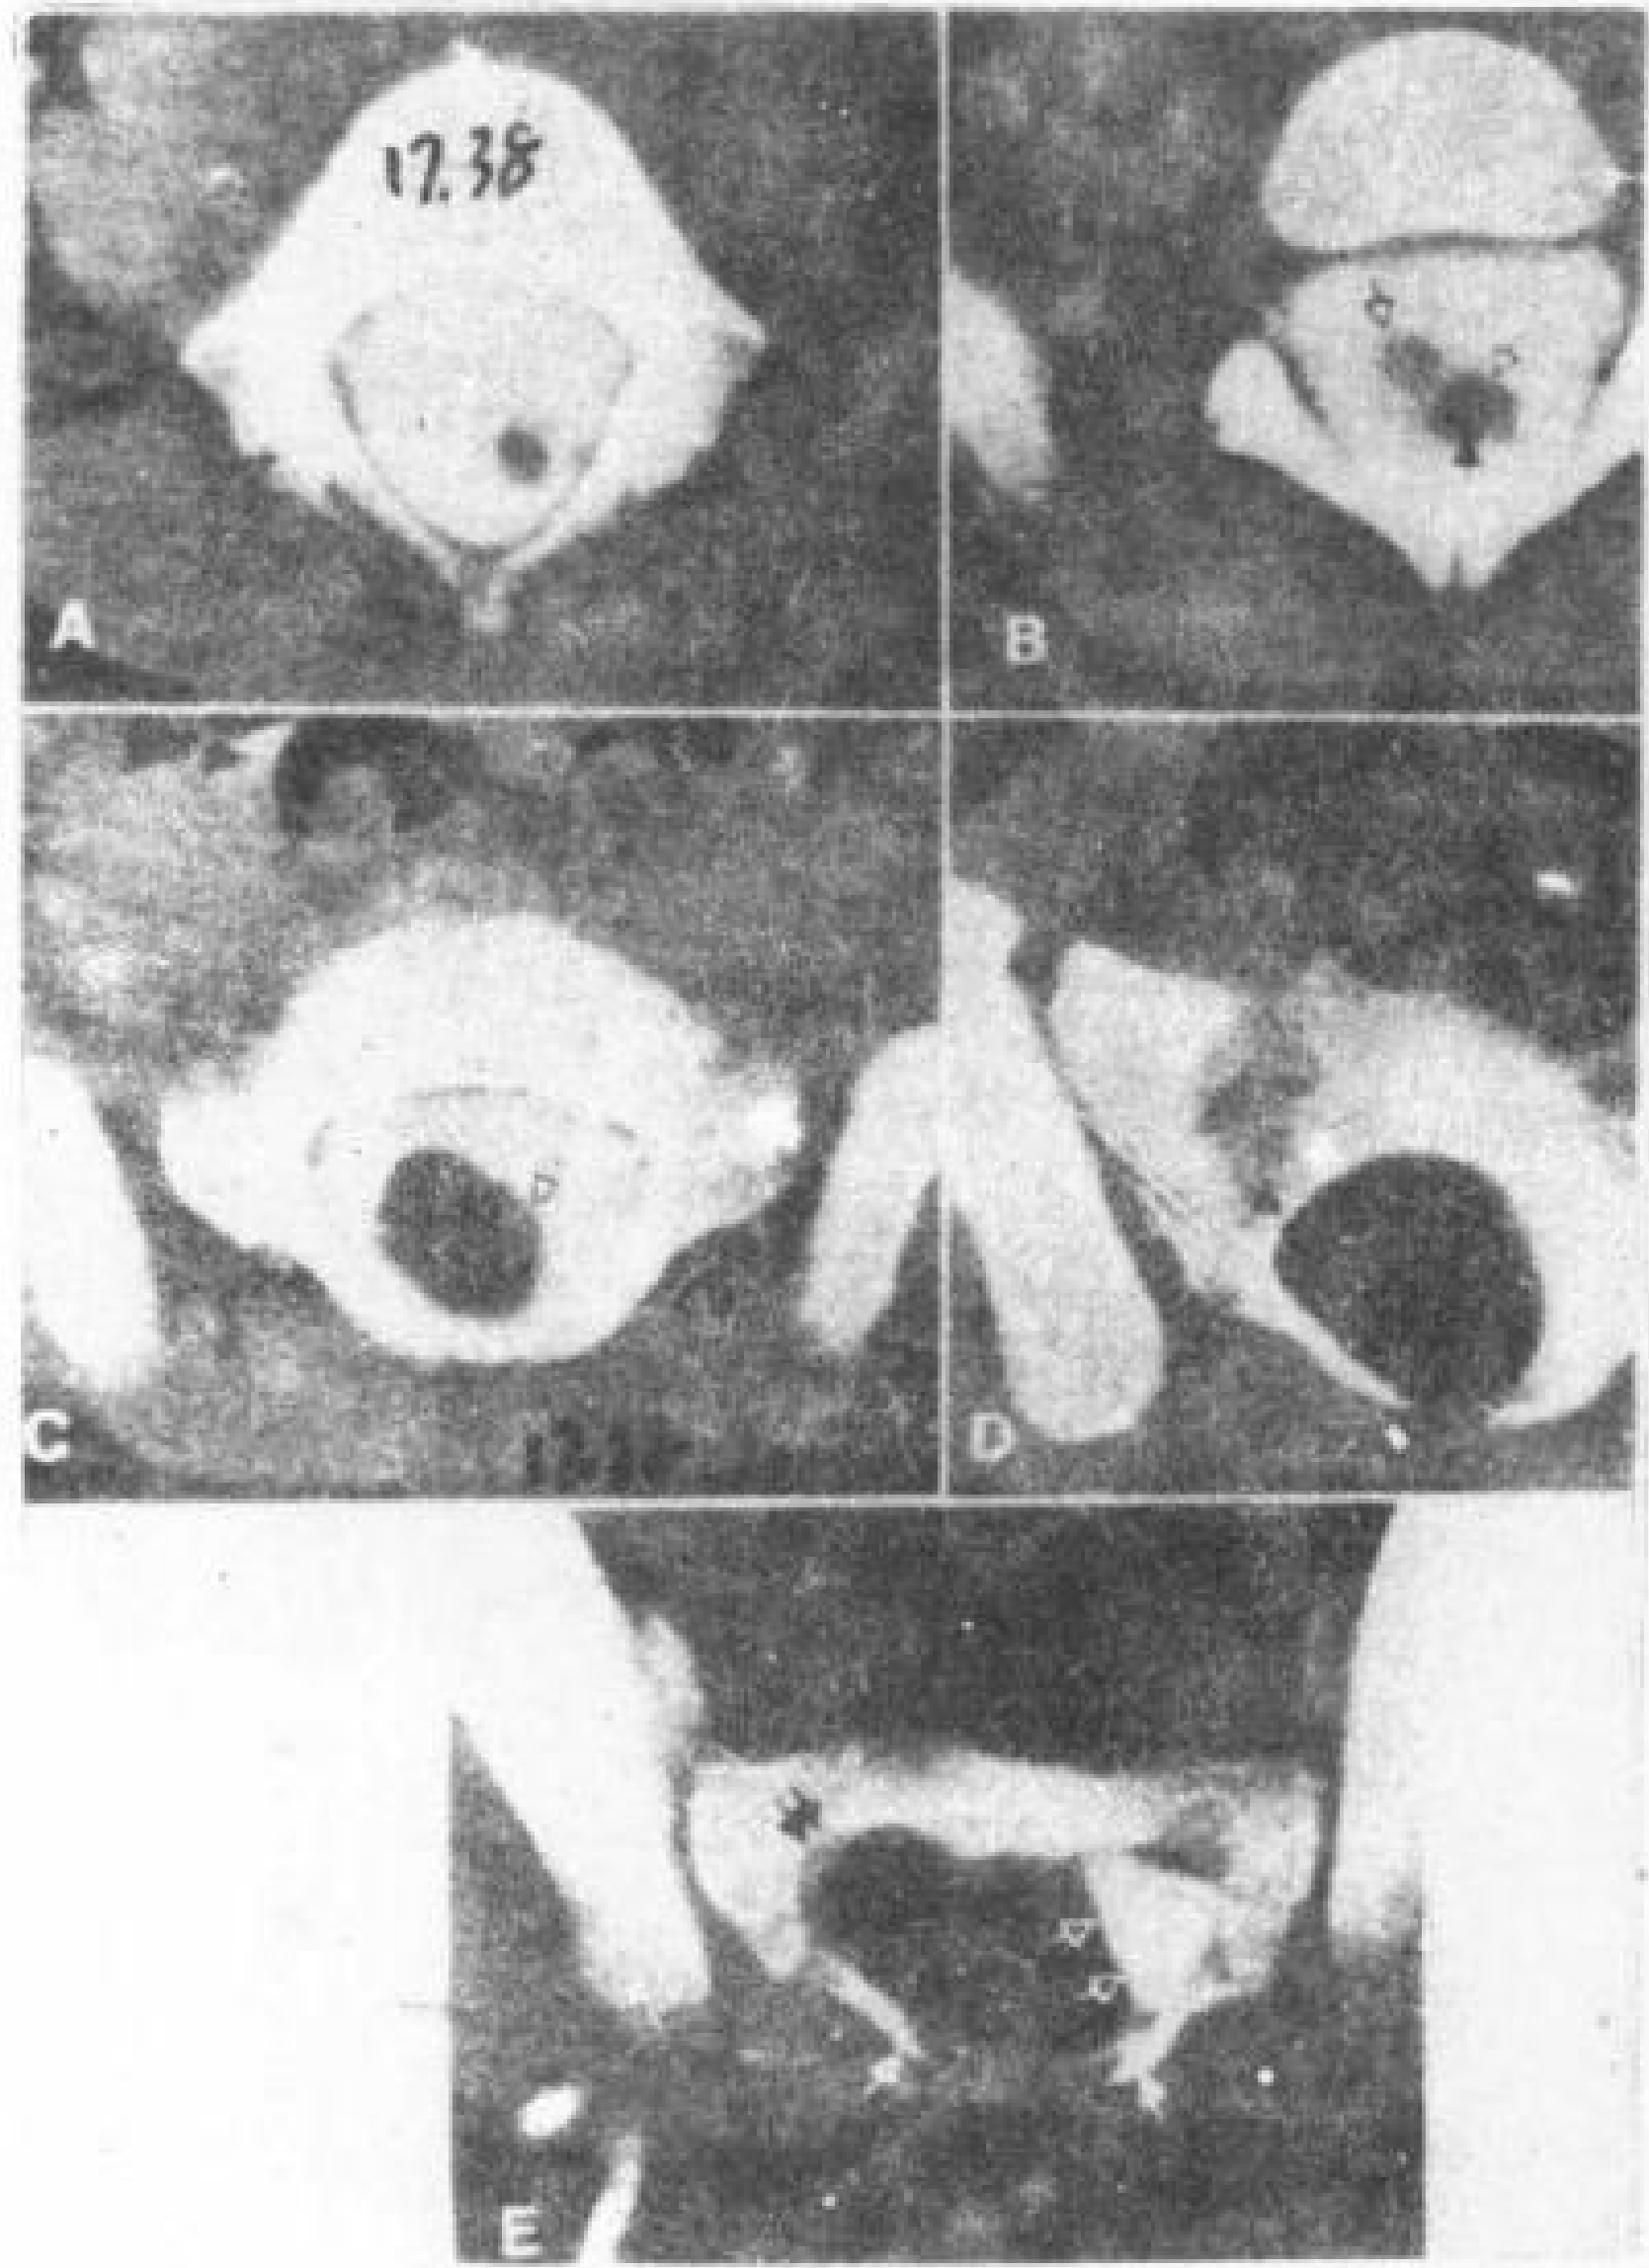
腰椎部大的脂肪瘤伴有骶椎管糜烂。5岁女孩,骶区有毛细血管瘤。CT脊髓造影。
